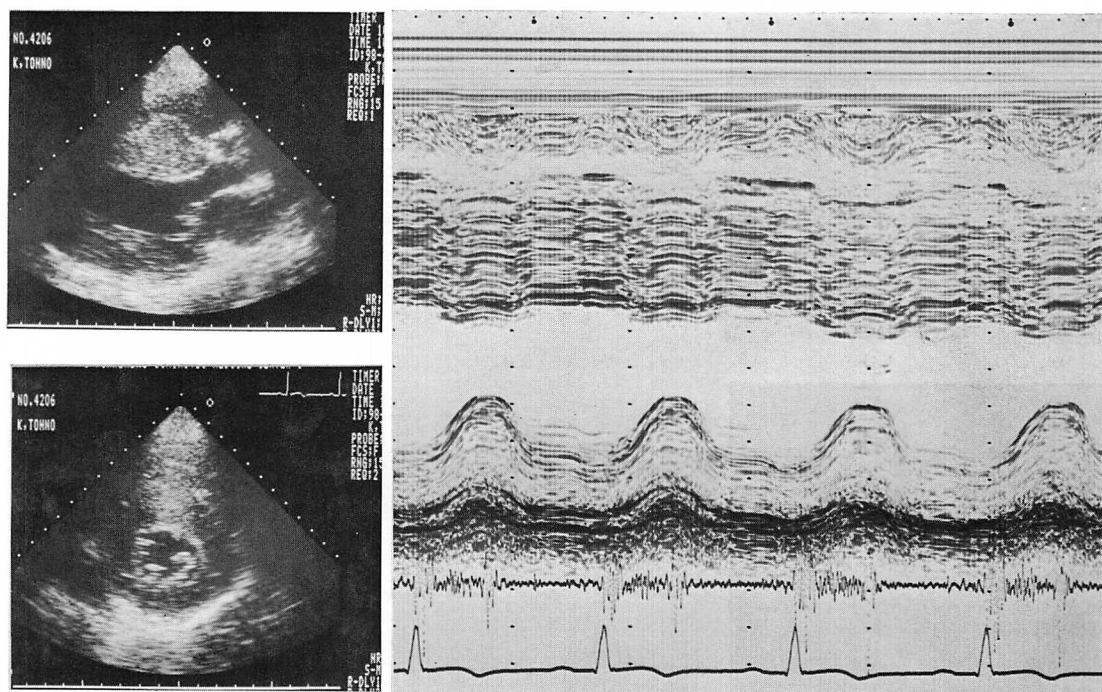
Echocardiogram of Case 3.
